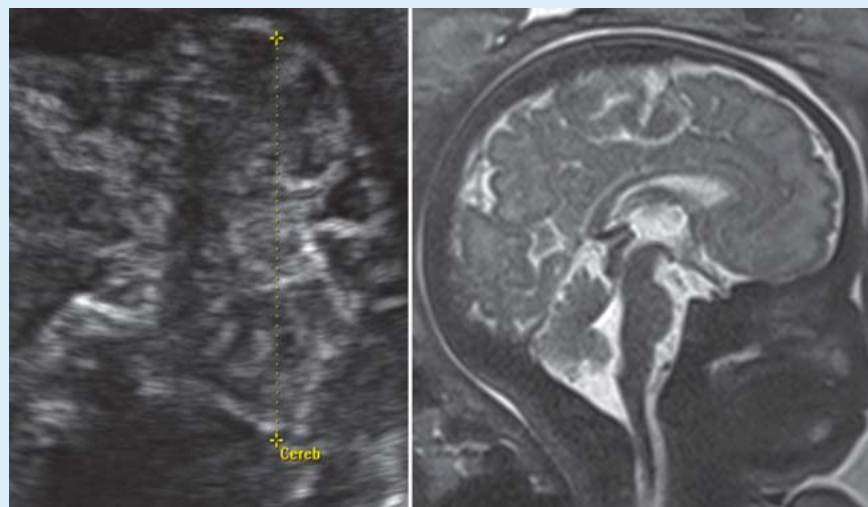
Sonografie- und MRT-Bild des unauffälligen Kleinhirnwurms, des IV. Ventrikels sowie der Cisterna magna.
